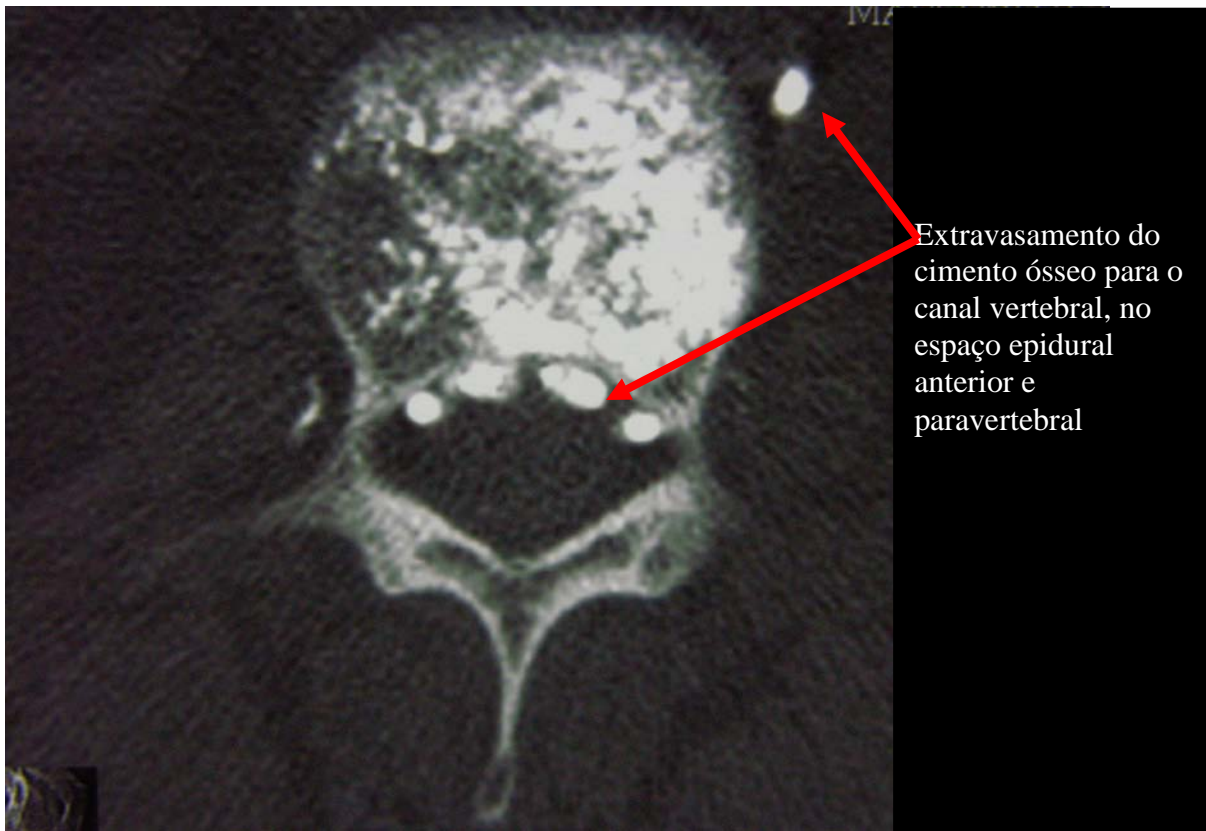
Imagens obtidas com TC (corte axial) do segmento toracolombar da coluna após a VP (usando-se cânula de orifício terminal), mostrando o preenchimento das vértebras fraturadas, e extravasamento assintomático do cimento ósseo para o espaço epidural anterior (assintomático) (VP nº. 40).
